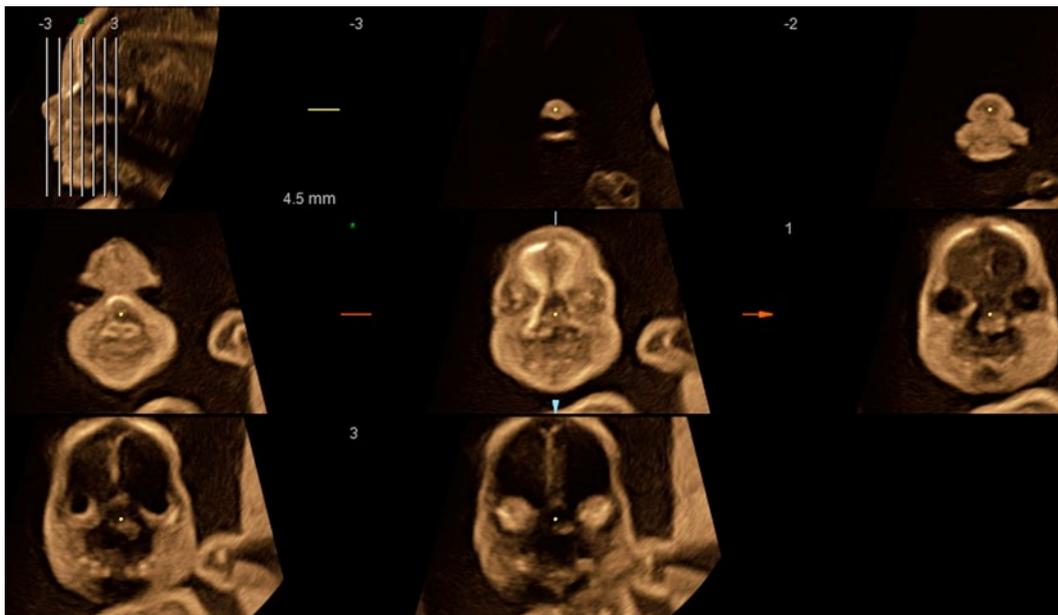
◀ TUI („tomographic ultrasound imaging“)-Frontalschnitte 26 SSW
